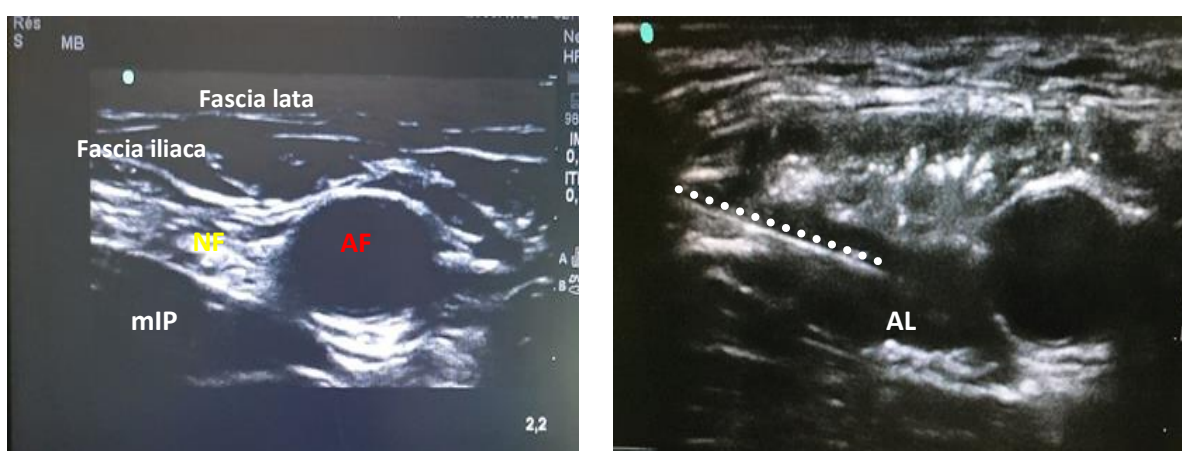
Images échographiques d'un bloc fémoral. NF : nerf fémoral, AF : artère fémorale, mIP : muscle iliopsoas,.....: aiguille (iconographie personnelle).
